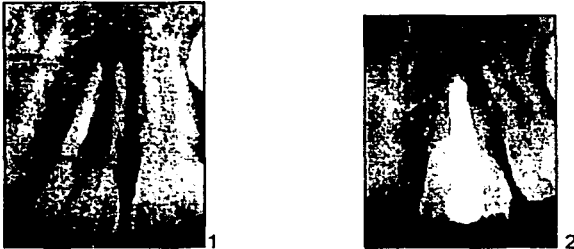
Apicoformación en central superior con lesión periapical; 1. Aplicación de hidróxido de calcio durante 13 meses, 2. Imagen después de 1 año de llevado a cabo el cierre apical y obturación por medio de condensación lateral (Messing y Stock<sup>33</sup>).
